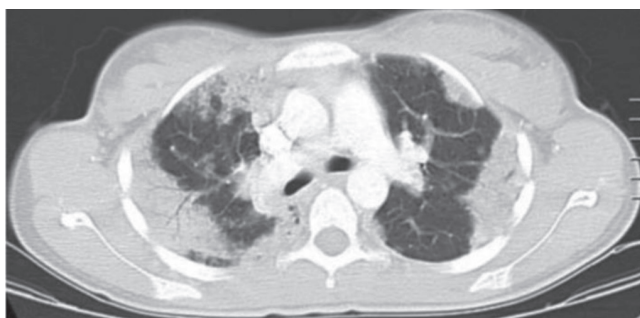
Двухсторонняя инфильтрация по типу «матового стекла» периферических отделов легких по результатам компьютерной томографии [21]
